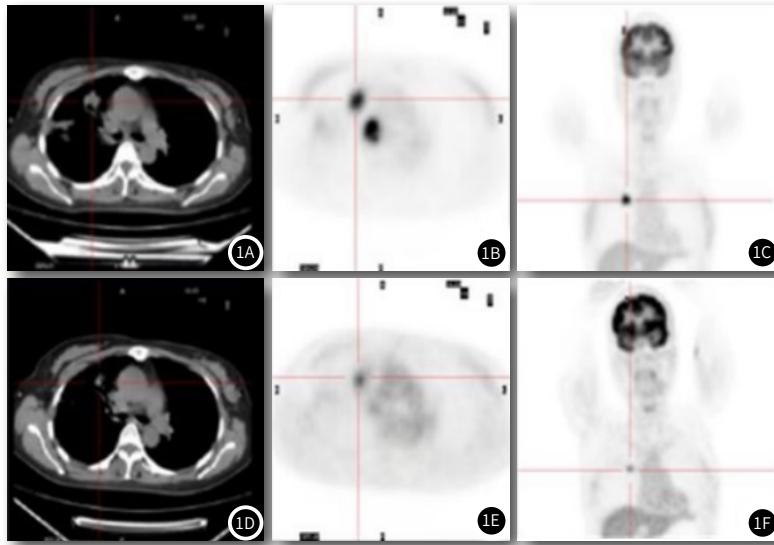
部分检查结果展示。图1A~1C为同一患者放化疗前PET/CT检查结果，显示肺部肿瘤SUV_{max}为11.54，纵膈淋巴结SUV_{max}为14.25；图1D~1F是该患者经同步化疗1周期后的PET/CT检查结果，提示肺部肿瘤SUV_{max}为3.14，淋巴结SUV_{max}为2.91，较放化疗前明显降低，提示放化疗有效。
